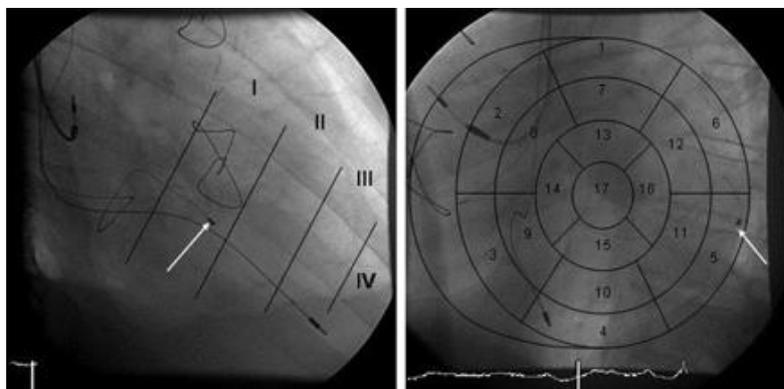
Разделение ЛЖ на 17 сегментов (по результатам рентгенографии в 2-х стандартных проекциях (RAO 30° and LAO 60°))
